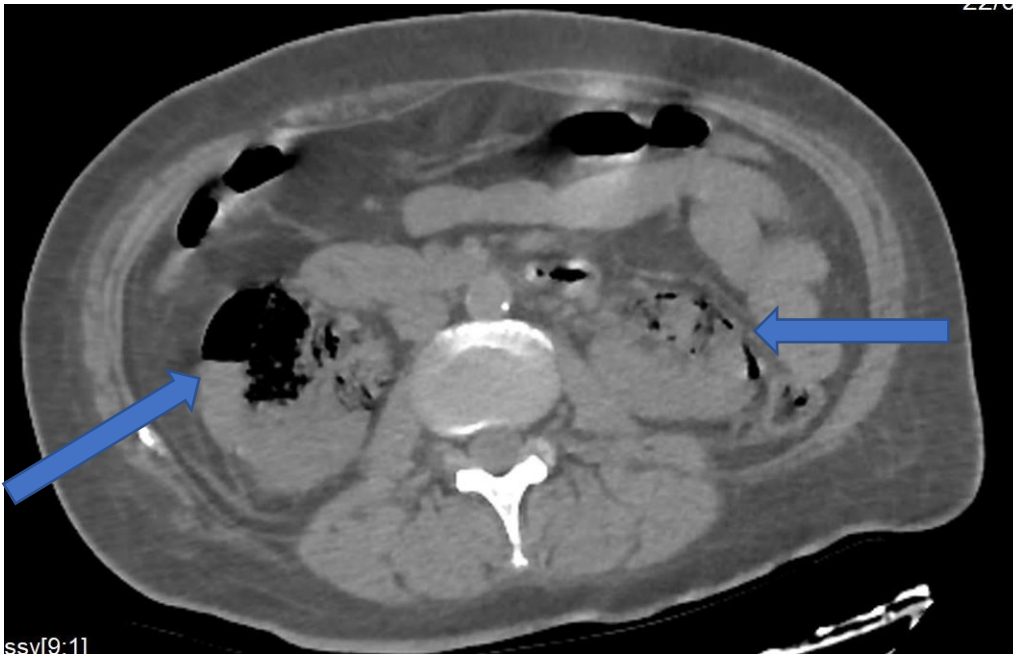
Coupe axiale d'une TDM abdomino-pelvienne sans injection du PDC montrant des images gazeuses bilatérales (Flèches bleues) plus marquées au niveau du rein droit (Stade IV de Huang et Tseng).
